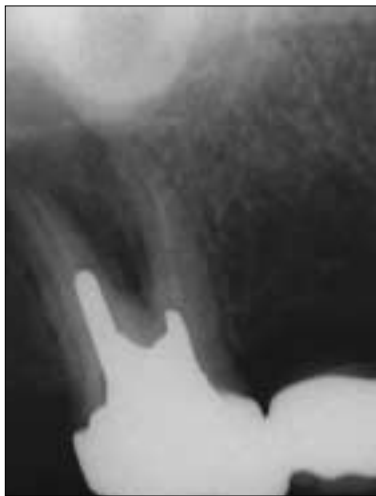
Diagnostic intraoral radiograph.
